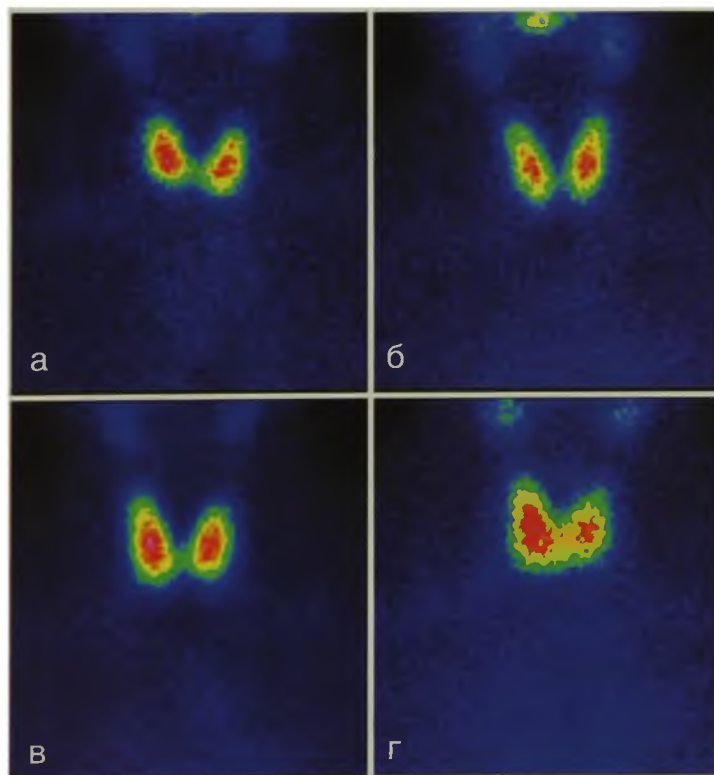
Сцинтиграфия щитовидной железы: а-г – варианты нормы
